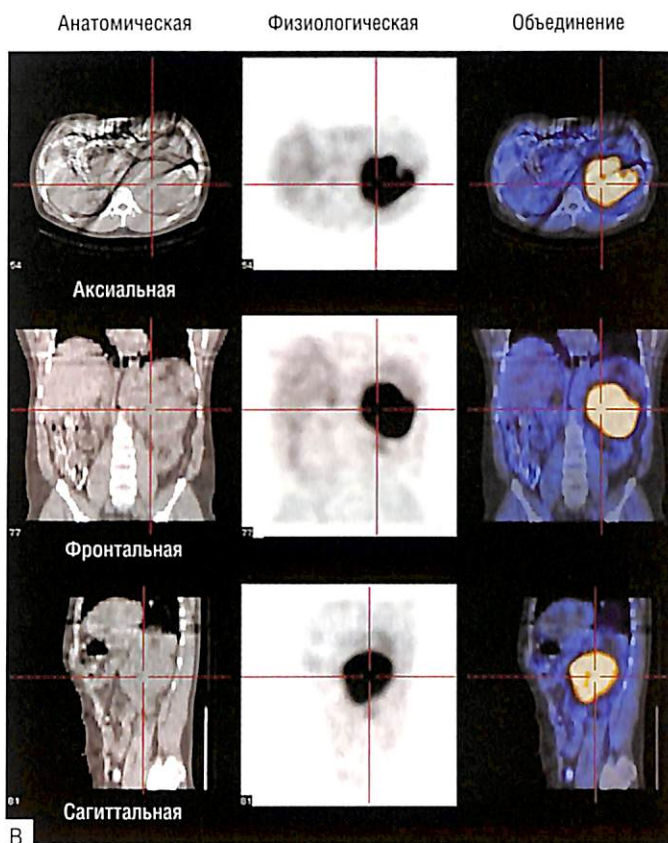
Окончание. В — объединенные с КТ ^{123}I -МИБГ-снимки после однофотонной эмиссионной компьютерной томографии, картина, наблюдаемая при КТ (анатомическая), сопоставима с таковой на ^{123}I -МИБГ (физиологическая) в аксиальной, фронтальной и сагиттальной плоскостях. После α - и β -блокады была удалена 680-граммовая феохромоцитома размером 13,5х12х9 см.
